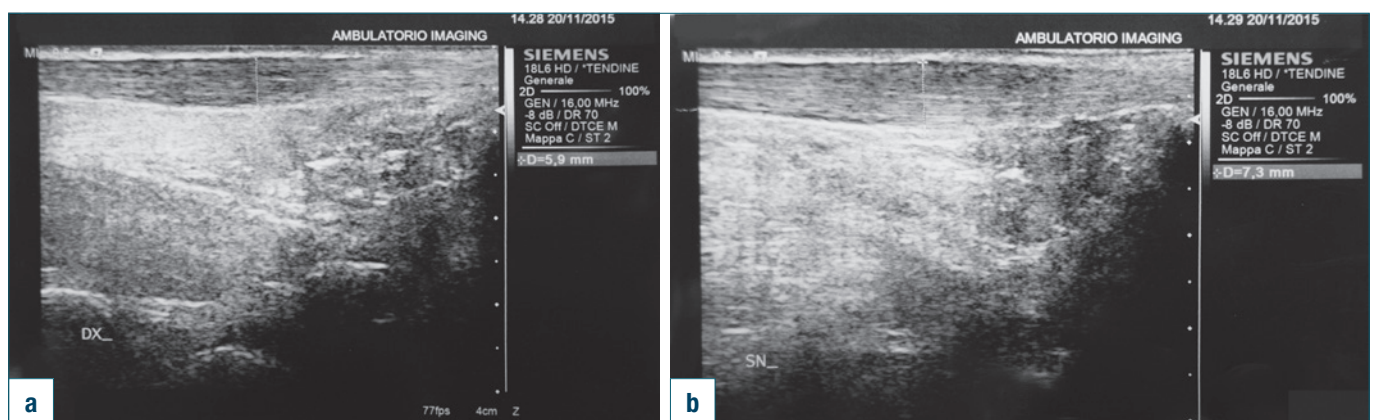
a) Ecografia posttrattamento a destra; b) Ecografia posttrattamento a sinistra. Controllo dopo 2 mesi di trattamento con evidenza di riduzione dello spessore dei tendini, rispettivamente a 7,3 mm a sinistra e 5,9 mm a destra con minimo inspessimento residuo del peritendonio. Alla riduzione dello spessore dei tendini bilateralmente si associa netta riduzione della sintomatologia dolorosa, passata da 7 (inizio del trattamento) a 1 (fine del trattamento). Risultato clinico ottimo.
